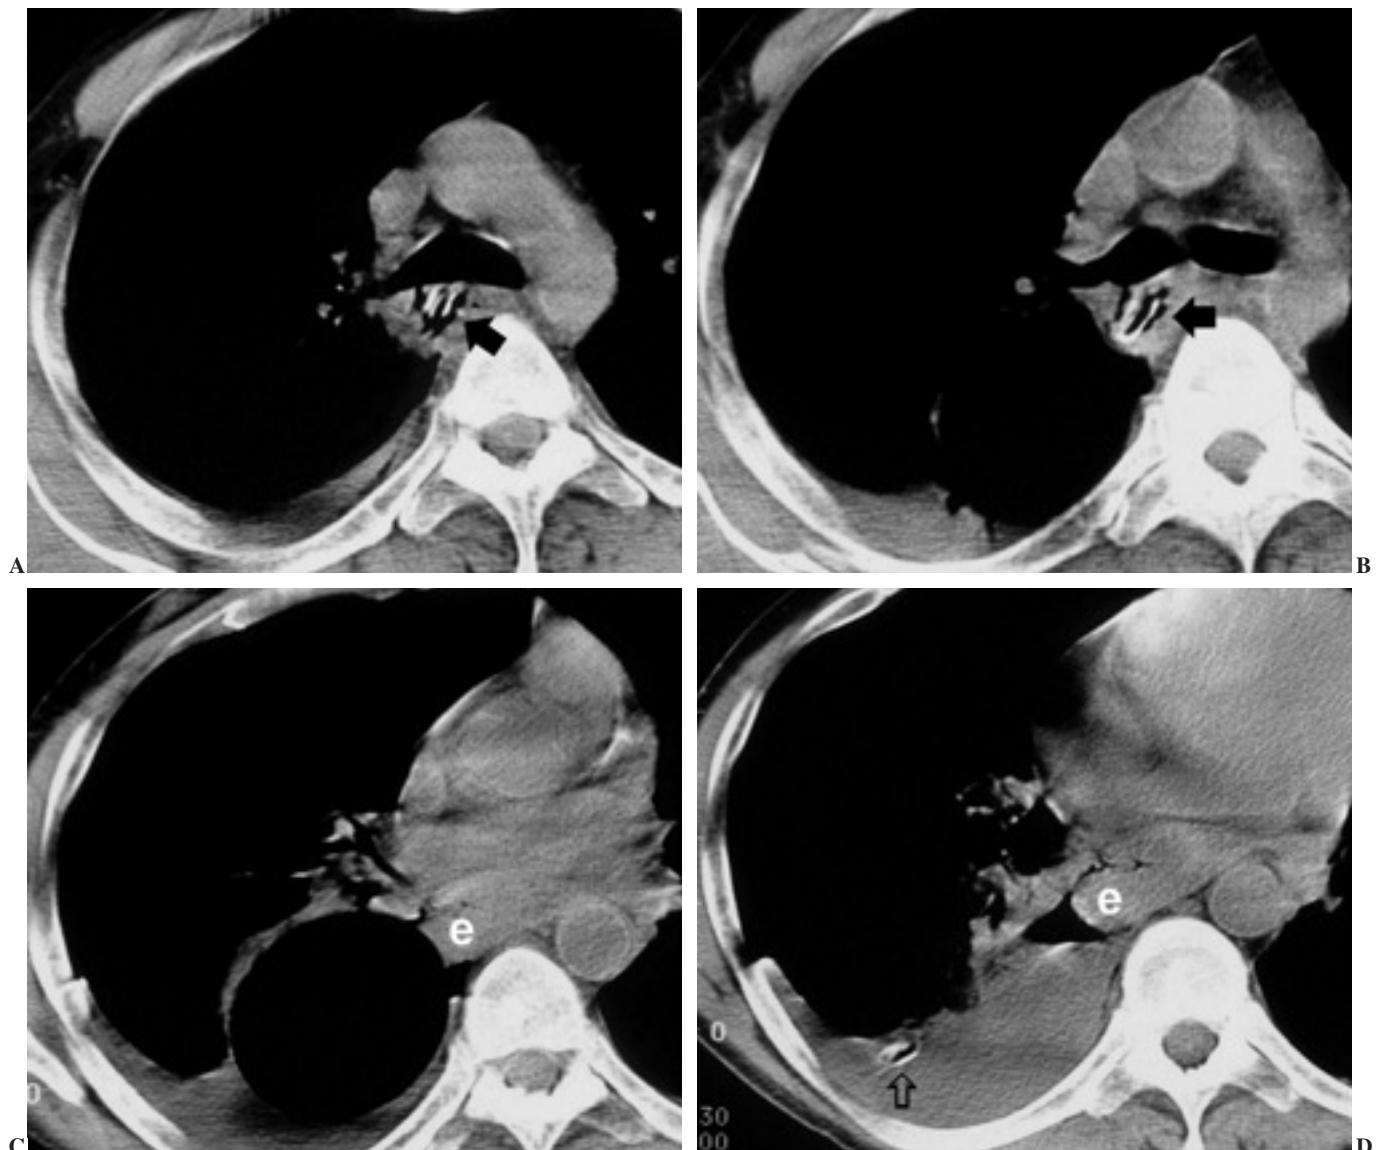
Tomografía computarizada de tórax. Mediastino (figs. 3A-D). Se confirma la perforación del esófago, el neumotórax de predominio anterior y el neumomediastino adyacente al esófago (e). El balón de taponamiento permanece inflado dentro de la cavidad pleural derecha, en la que además de aire hay líquido.
